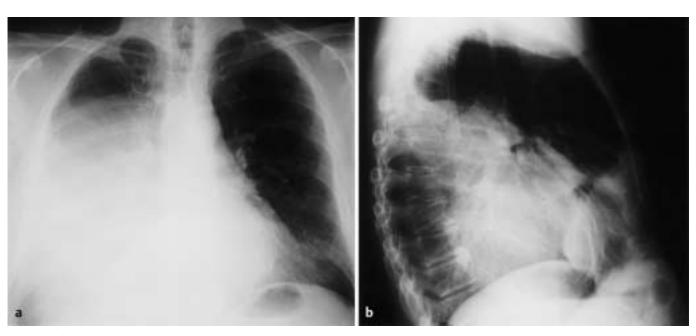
a u. b Röntgen-Thoraxaufnahmen in 2 Ebenen des 46-jährigen Patienten mit ausgedehntem primären mediastinalen Liposarkom.
